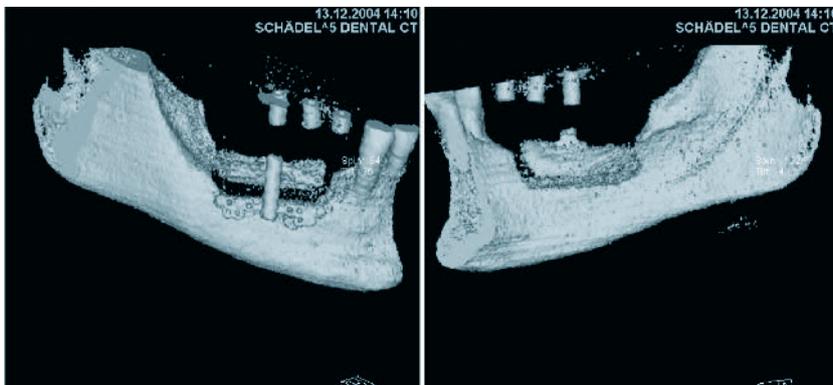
CT des rechten Unterkiefers in bukkaler und linguale Ansicht nach Ende der Distraction.
